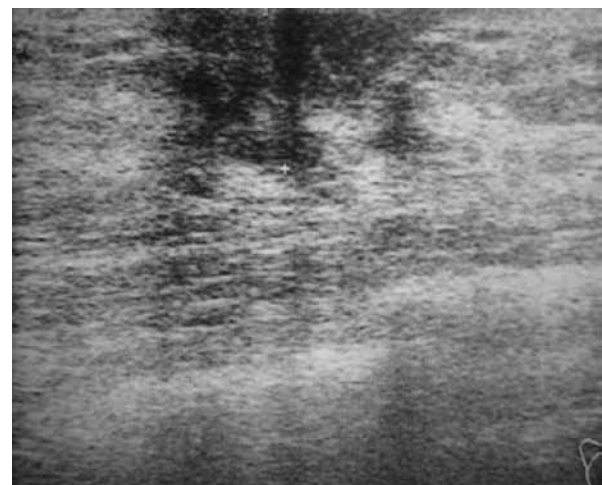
Ecografía de la glándula derecha donde se ve en la región retroareolar derecha una lesión sólida, heterogénea, de contornos pobremente definidos, con bordes angulados, que mide 14 × 9 × 10 mm.
